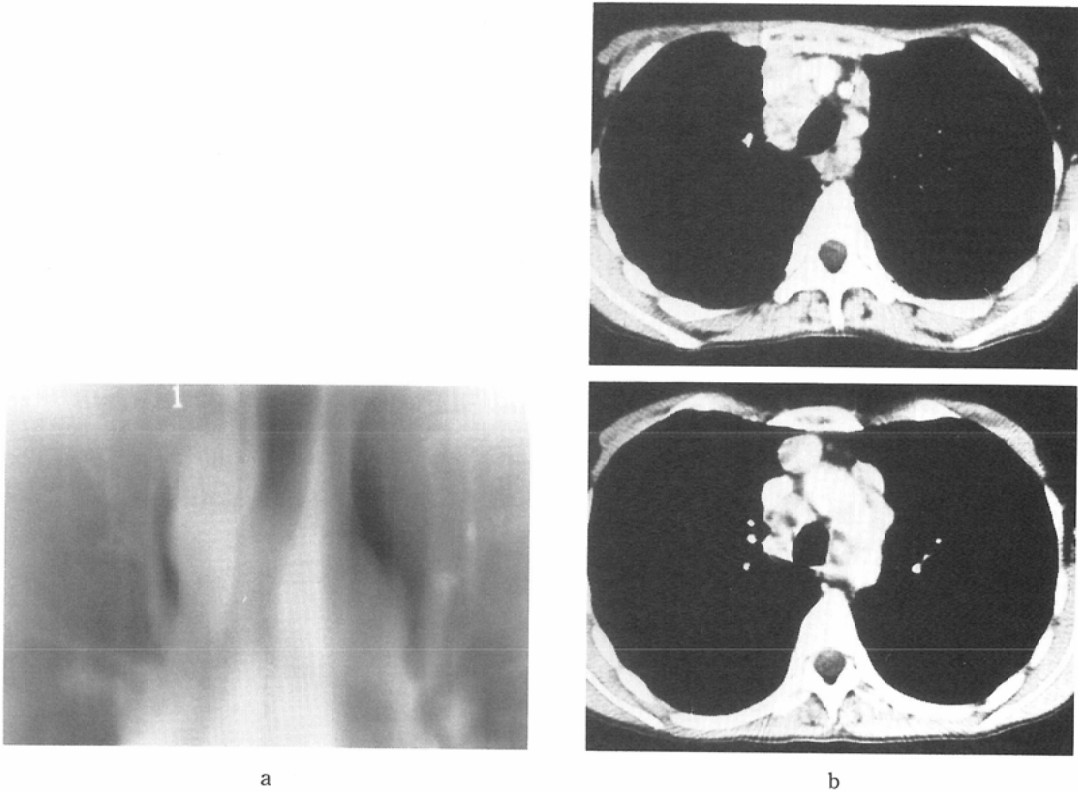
a): AP tomogram through the plane of the trachea. b): CT
